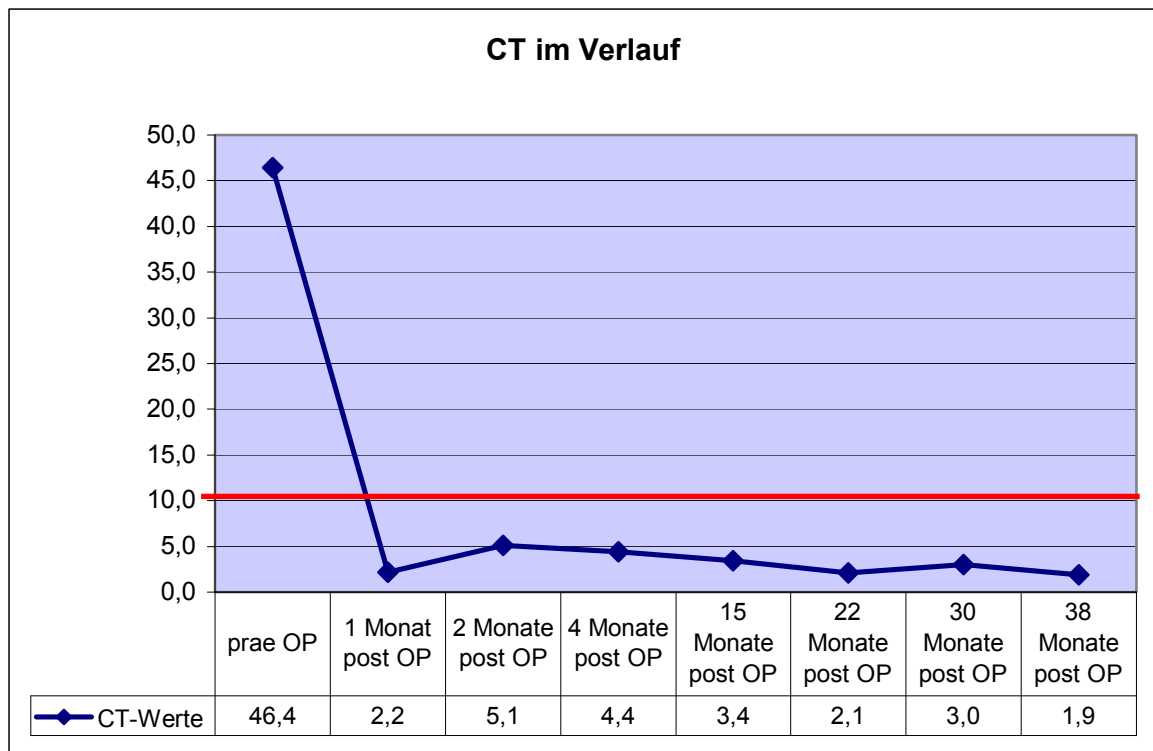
CT-Werte von MTC-Patient 5
